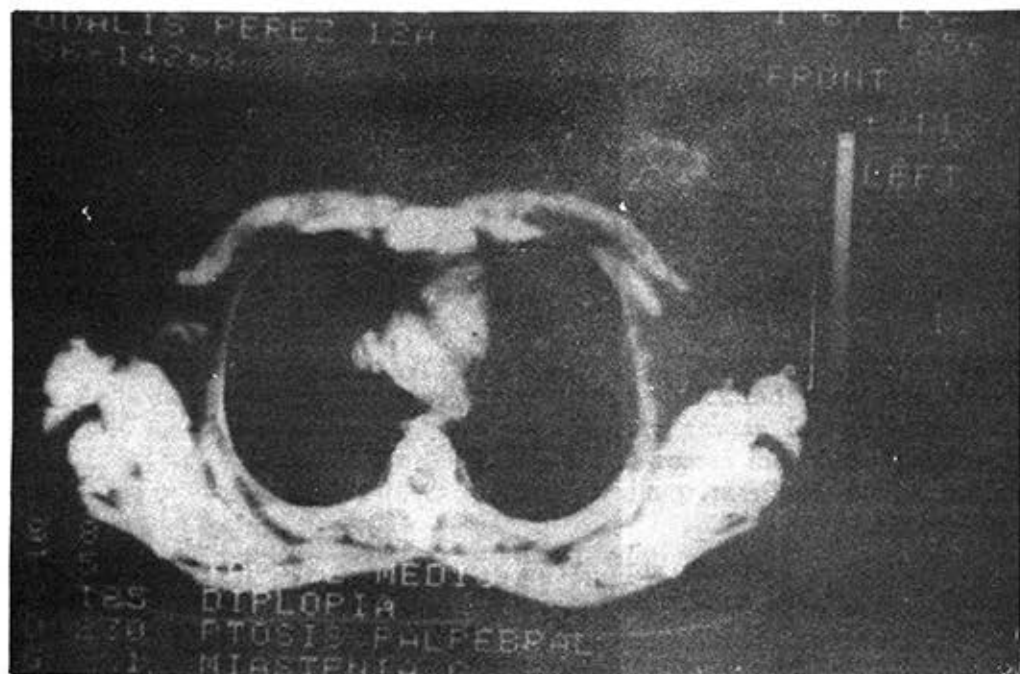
Tomografía axial computarizada del mediastino superior. Se comprueba la imagen registrada en la tomografía lateral con una densidad de 45 UH
